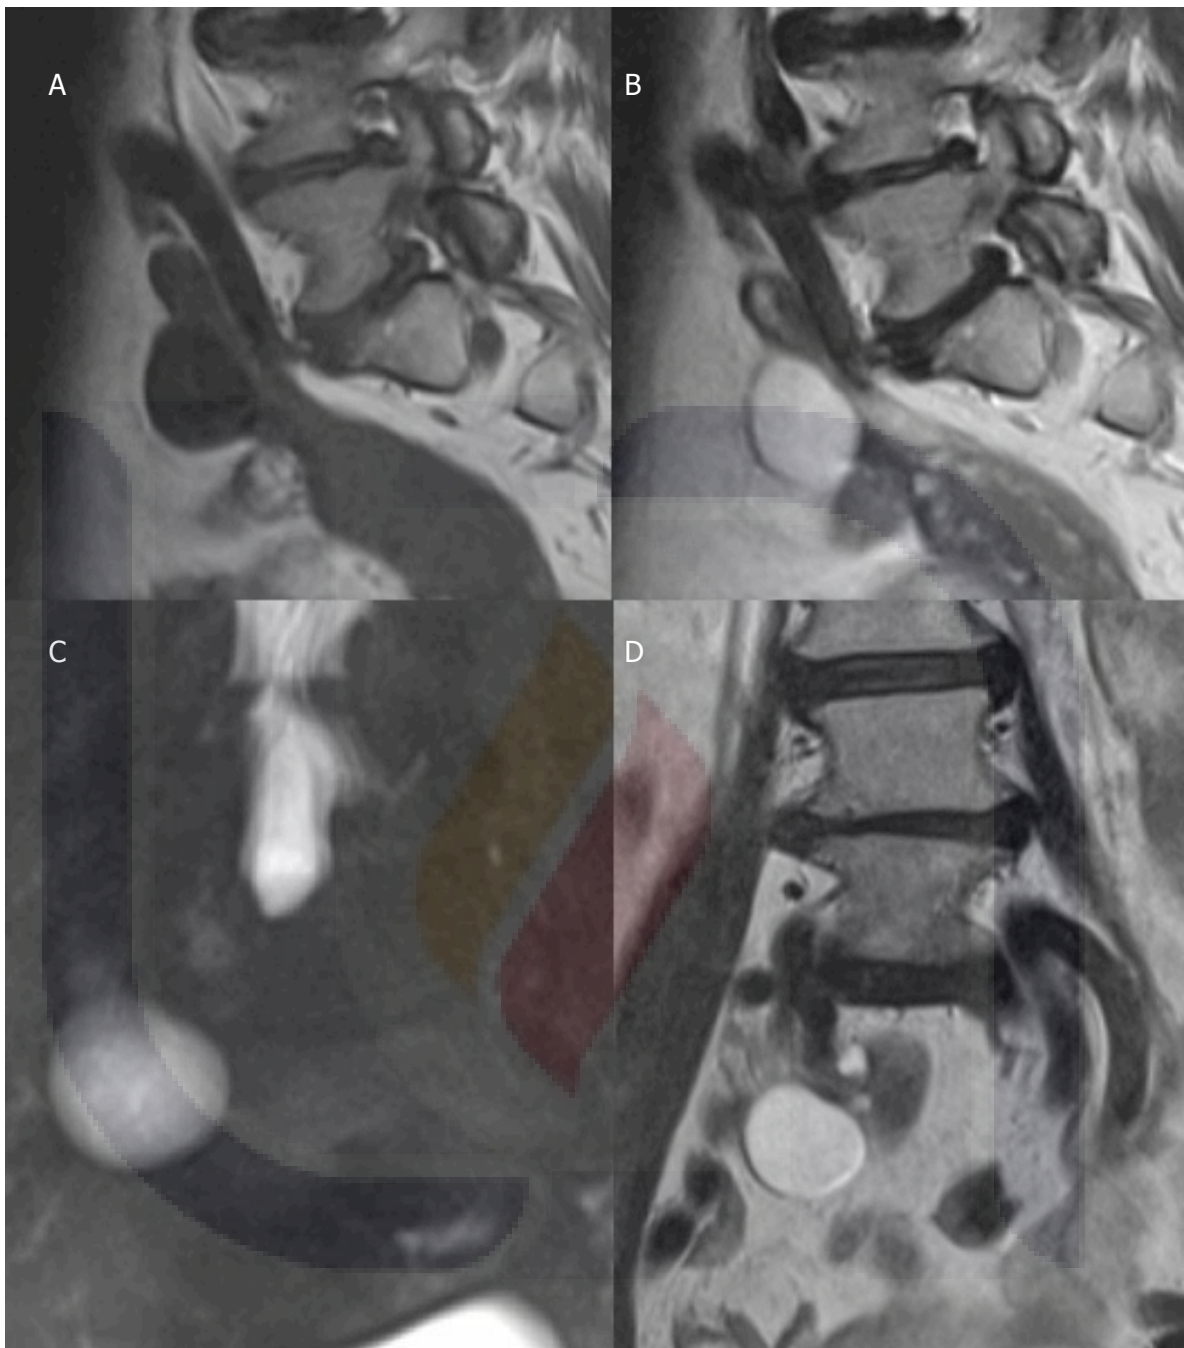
Mujer de 74 años con envío por dolor radicular a nivel de L5-S1, observándose en A,B) cortes parasagittales derechos en T1 y T2 de una paciente femenina con dolor lumbar crónico, que al realizar estudio de RM lumbar, se observan algunas protrusiones discales bajos foraminales, pero que se logra visualizar imagen de aspecto quístico hacia la topografía del ovario derecho, que desplaza las estructuras adyacentes (C,D). Por estudio histopatológico correspondió a cistadenoma.
